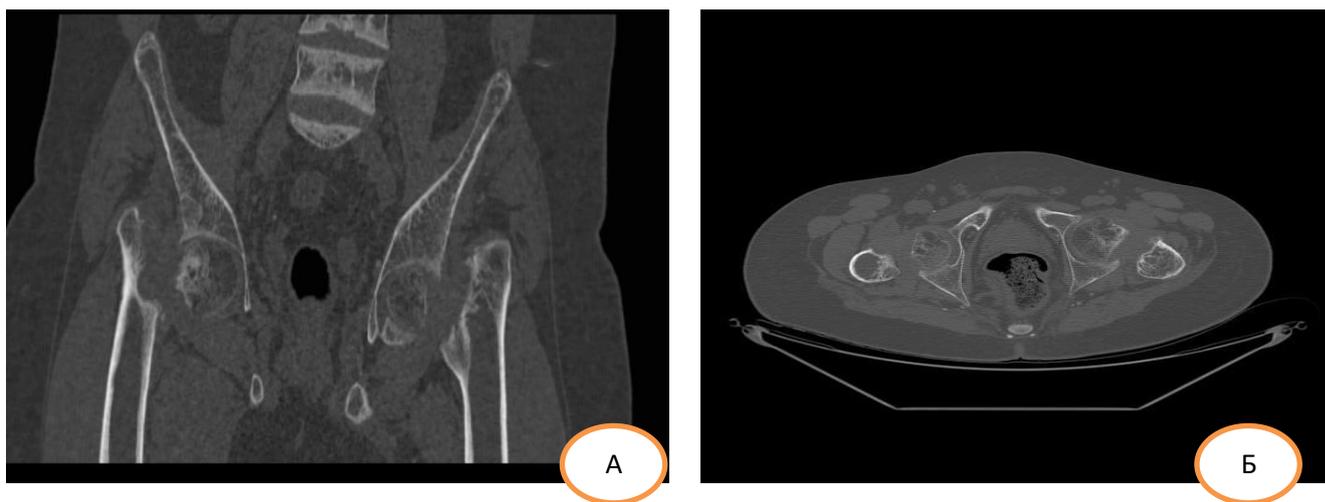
МСКТ больного перед операцией: А – аксиальная проекция;
